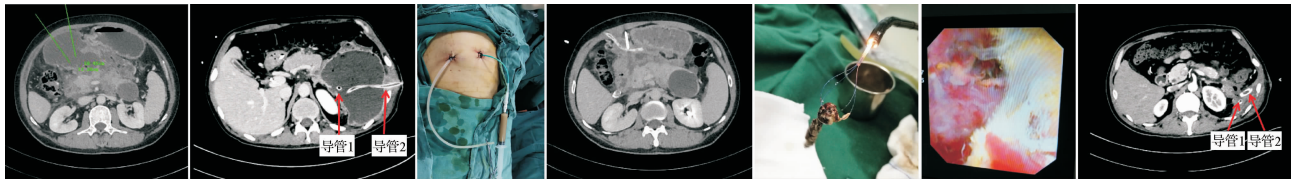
高脂血症性胰腺炎2周IPN影像,PCD前根据CT图像制定穿刺路径
